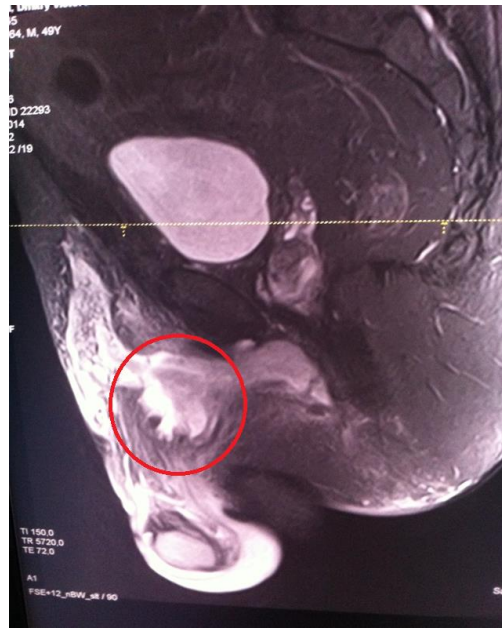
МР-томограмма. Пациент М., 62 лет, история болезни № 36405. На саггитальном срезе визуализируется асимметричное утолщение фасциального футляра с жидкостными включениями
